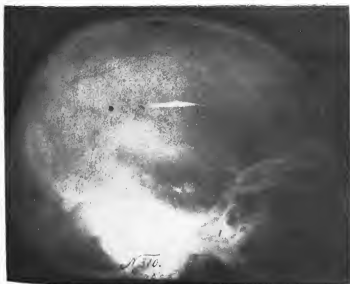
Le lipiodol ascendant introduit par ponction lombaire et monté dans les envés du crâne et du cerveau nage à la surface du liquide dans les ventricules latéraux. On le voit d'autre part accumulé sous forme de gouttelettes dans la fosse moyenne crânienne notamment dans l'espace compris entre la base du cerveau et celle du crâne. — Position assise du malade. Radiographie latérale.
